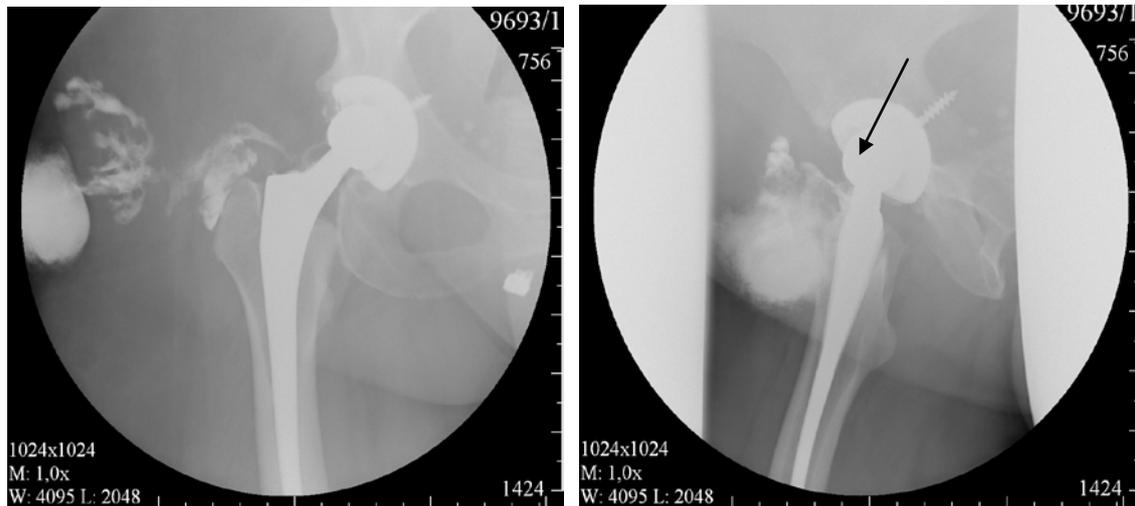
Рентгенограммы пациента М., 35 лет с остеомиелитом проксимального отдела правой бедренной кости при поступлении в стационар.
